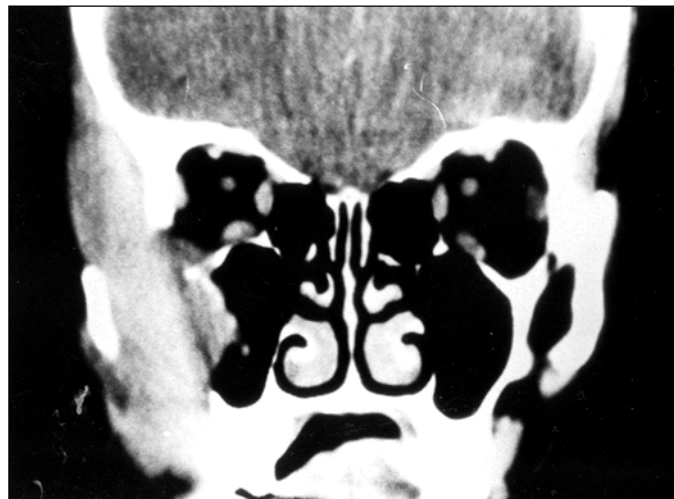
Tomografia computadorizada no plano coronal pós-contraste. Observa-se massa do seio maxilar direito, ocupando predominantemente as fossas infratemporal e temporal deste lado. A órbita direita é comprometida no seu compartimento pótero-infero-lateral, através de erosão da parede lateral orbitária. O paciente referia diplopia. O diagnóstico histopatológico foi adenocarcinoma
